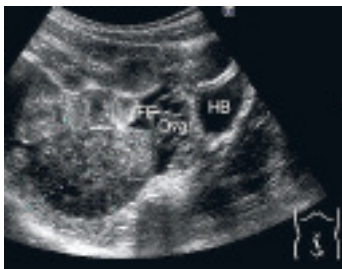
Mädchen, 13 Jahre, rechtsseitige Unterbauchschmerzen, klinisch Verdacht auf Appendizitis, sonografisch Ovarialtorsion rechts. HB = Harnblase; FF= freie Flüssigkeit; Markierung = torquiertes Ovar.
